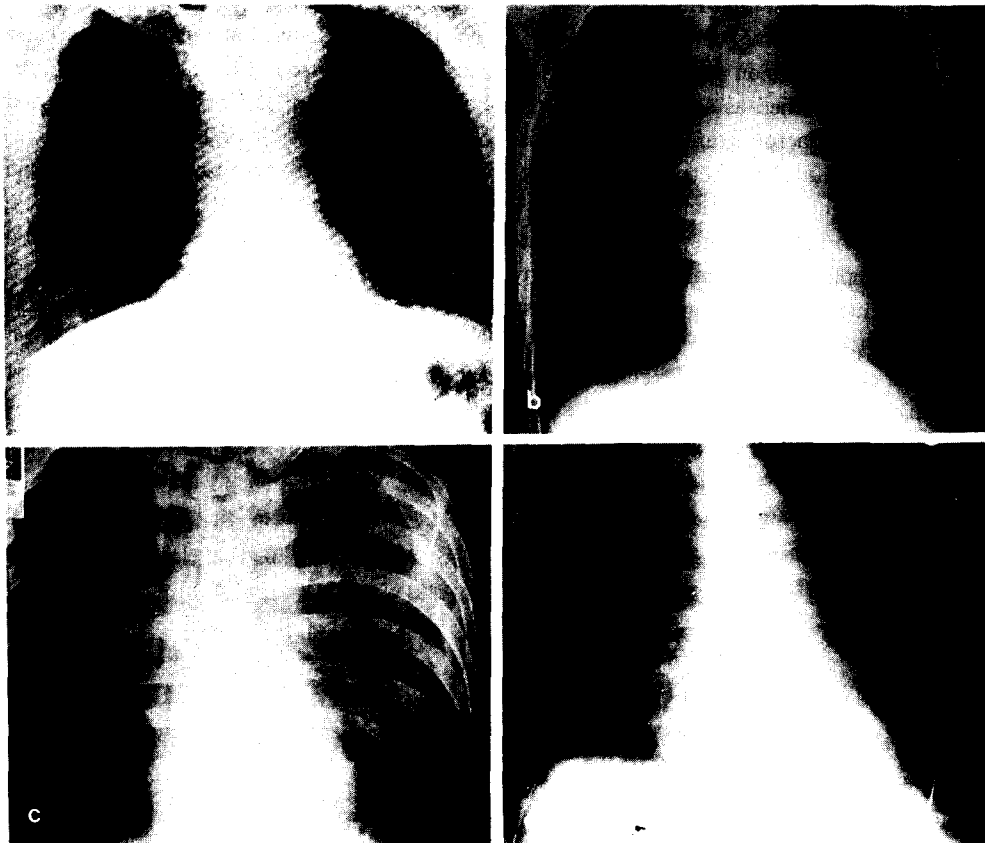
단순 흉부 X-ray 소견. a. 증례 1. b. 증례 2. c. 증례 3. d. 증례 4.
